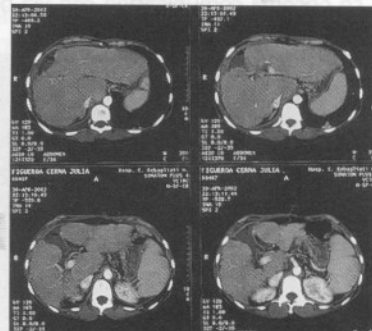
Tomografía helicoidal: colección en lecho vesicular que se extiende a región subdiafrágica.
